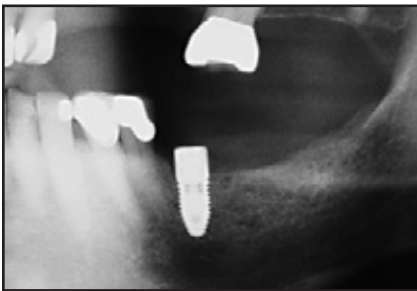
10 Wochen nach der Implantatinsertion. Die Röntgendichte des Knochens im Empfängerbereich hat zugenommen. Das Implantat ist gut integriert.
